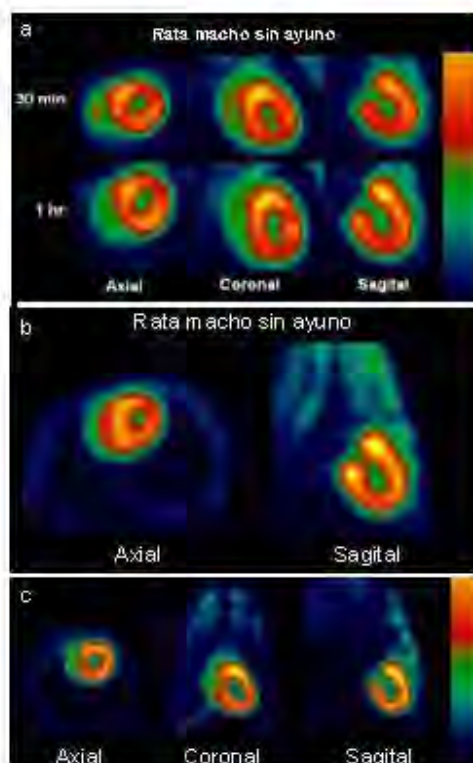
Ejes coronal, axial y sagital de corazón a los 60 min. p. i. de ¹⁸F-FDG del protocolo 1, donde se muestra la importante captación del radiotrazador por el ventrículo izquierdo, con escasa concentración a nivel del ventrículo derecho (V.D.) y en tejidos blandos.
